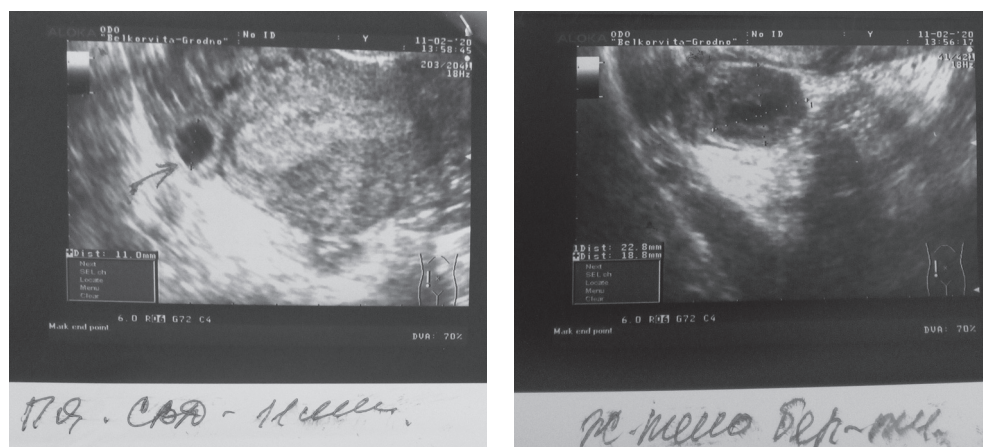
Локализация плодного яйца в области правого трубного угла по данным УЗИ
